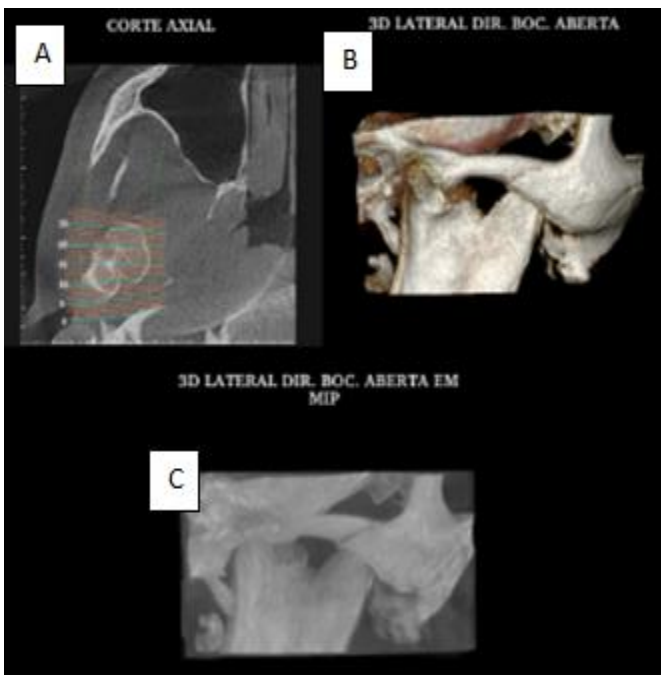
Imagens de tomografia computadorizada nos planos axial (A) e reconstrução tridimensional multiplanar (B e C)
